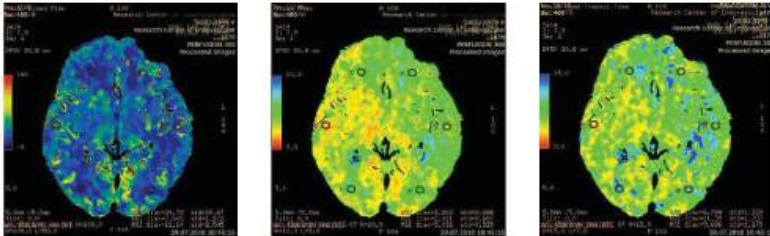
Хвора П., 67 роки. Транзиторна ішемічна атака в басейні правій середньої мозкової артерії. Перфузійна мультиспіральна комп'ютерна томографія після ендovasкулярного лікування через 8 діб
